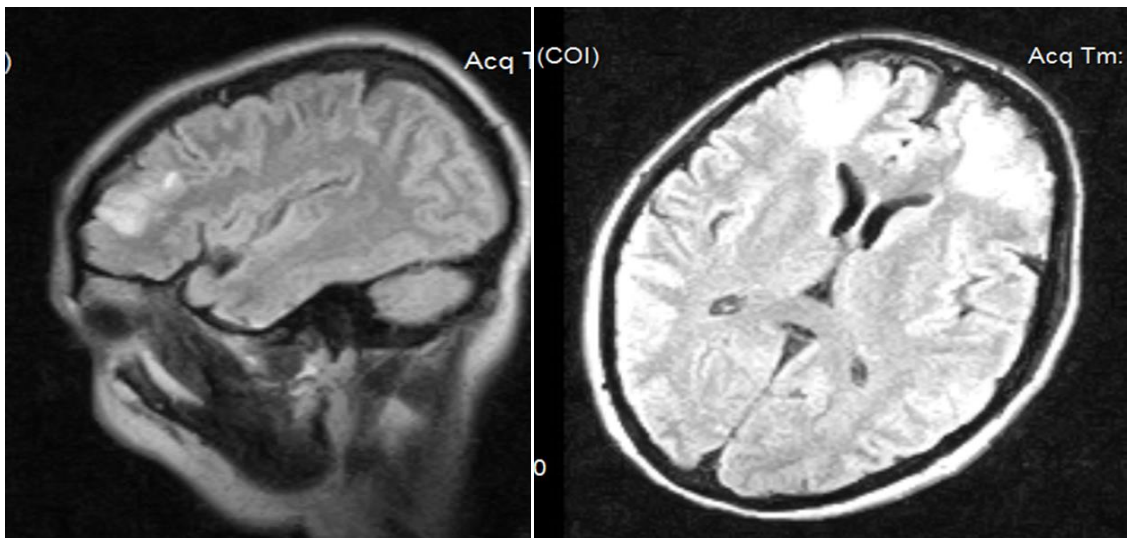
МРТ головного мозга от 30.04.2015 больной Р.
